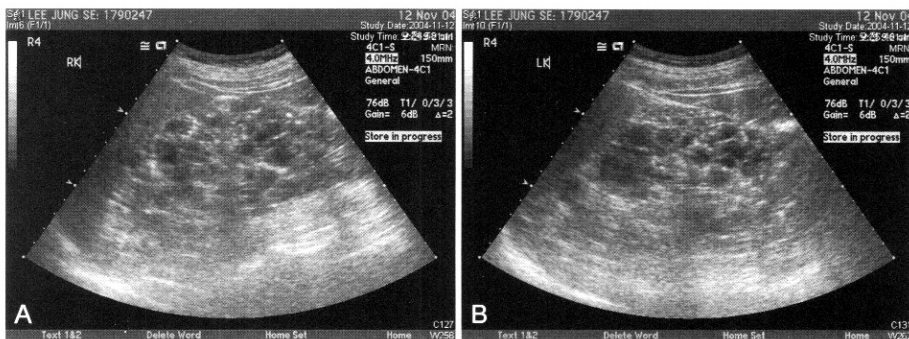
Abdomen ultrasonography shows innumerable variable sized cysts in both kidneys. (A) The right kidney is measured by 16.19×6.64 cm size. (B) The left kidney is measured by 15.64×7.45 cm size.
